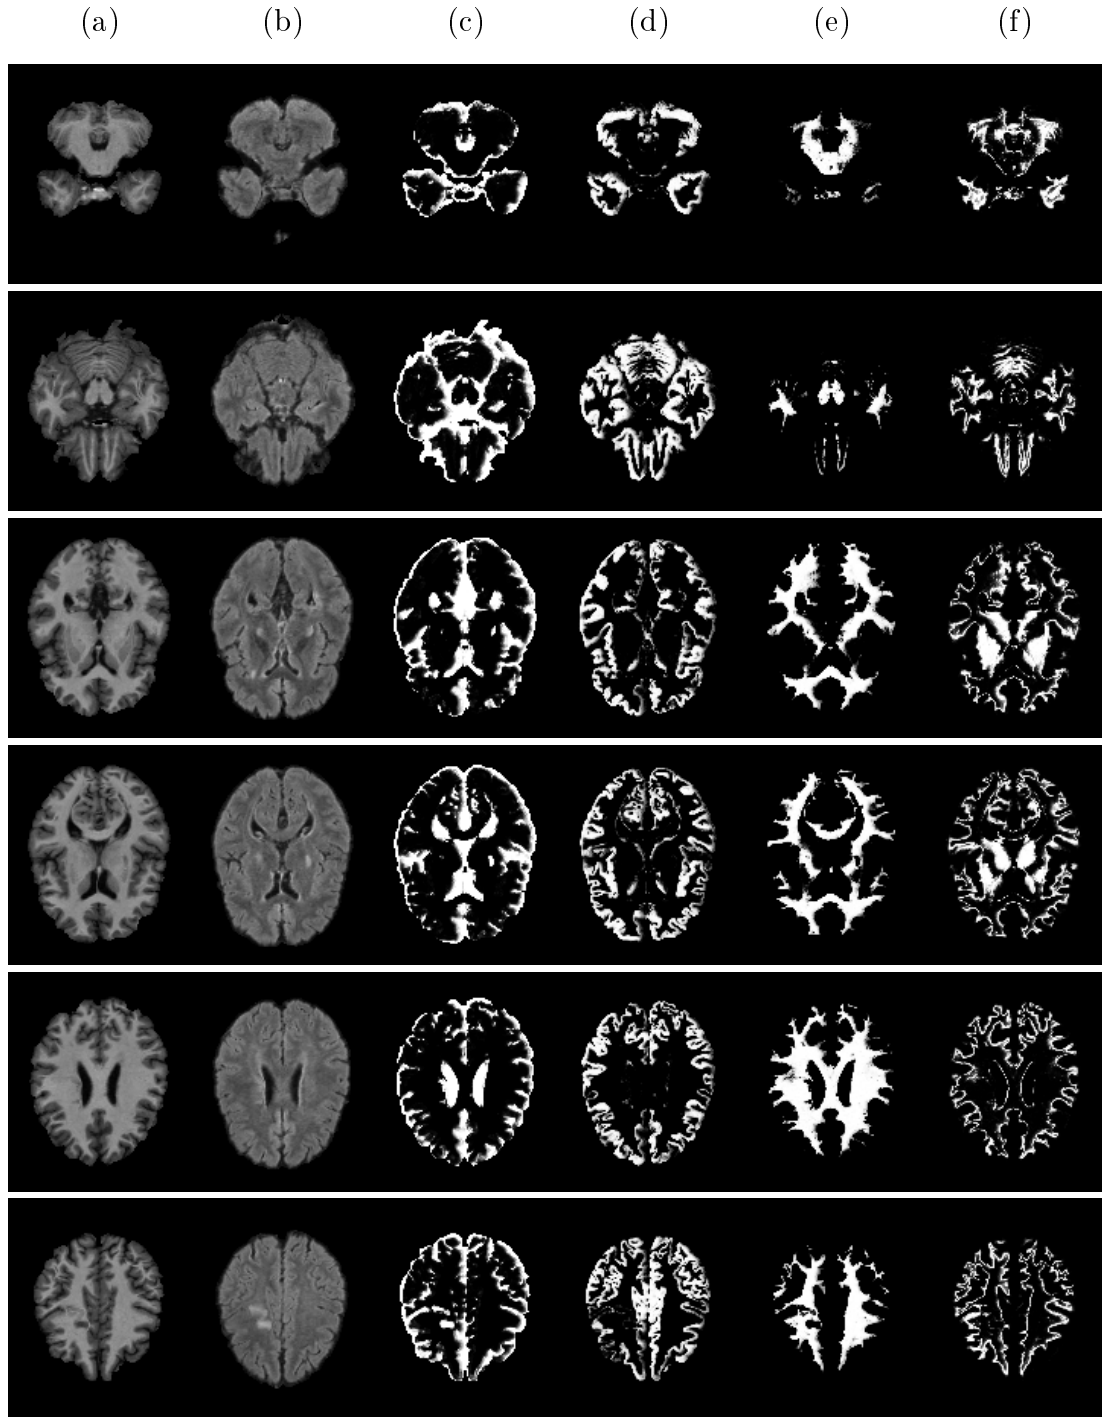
Segmentierung für Patient 3. Energiefunktion (2.11) und Nachbarschaft zweiter Ordnung. (a) T_1 - und (b) FLAIR-Sequenzen, (c) segmentierte CSF, (d) GM, (e) WM und (f) Läsionen.
